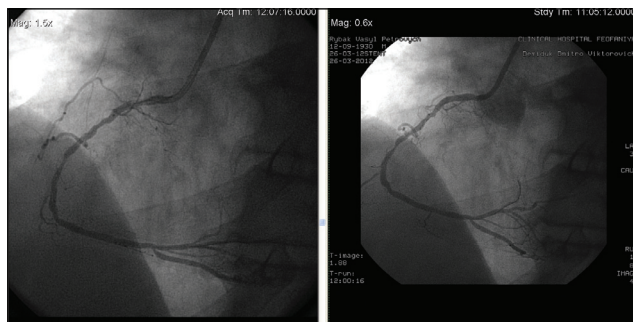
Рентгеноконтрастна коронарографія хворого Р., 58 років. Субтотальні стенози правої коронарної артерії
